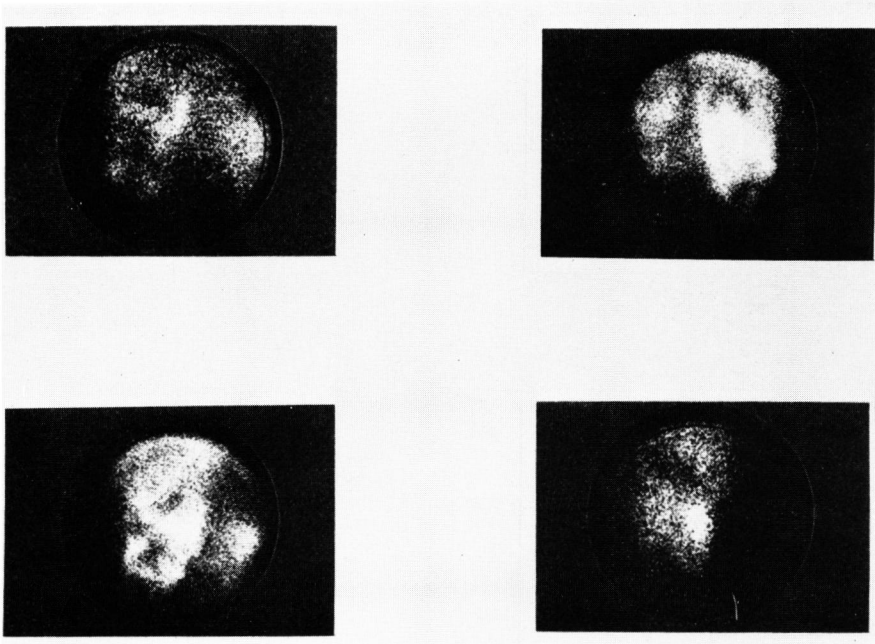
^{99m}Tc -DMSArenal scintigraphy of 47-year-old woman with polycystic kidney
